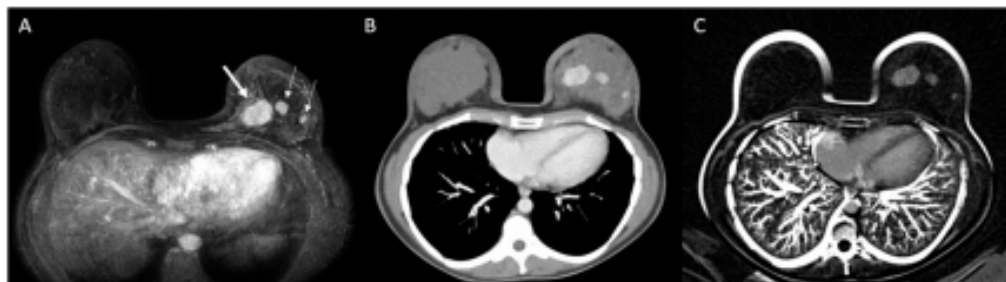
Patient with multicentric invasive breast carcinoma in the left breast. Breast MRI (A) identified the main tumor (thick arrow) and two additional lesions on the same breast (thin arrows), which were also identified on MDCT ((B): post-contrast; (C): subtraction).
